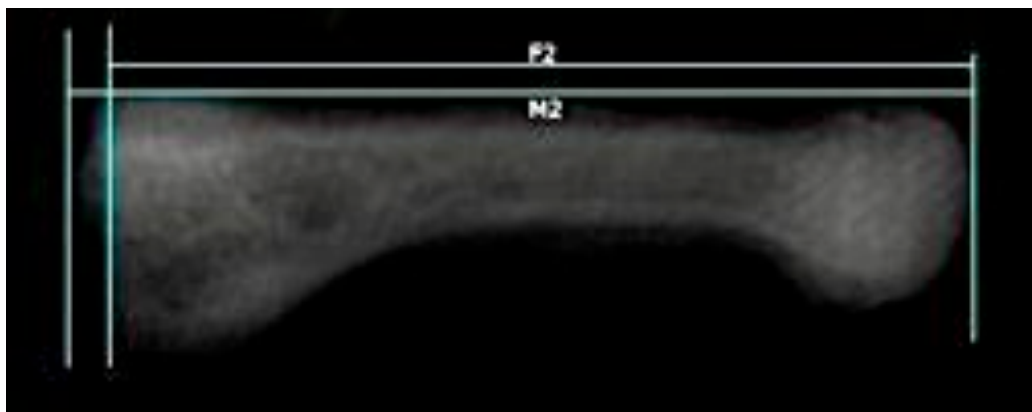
Medición de M2, longitud máxima del segundo metatarsiano y F2, longitud fisiológica del segundo metatarsiano en imagen TC.
